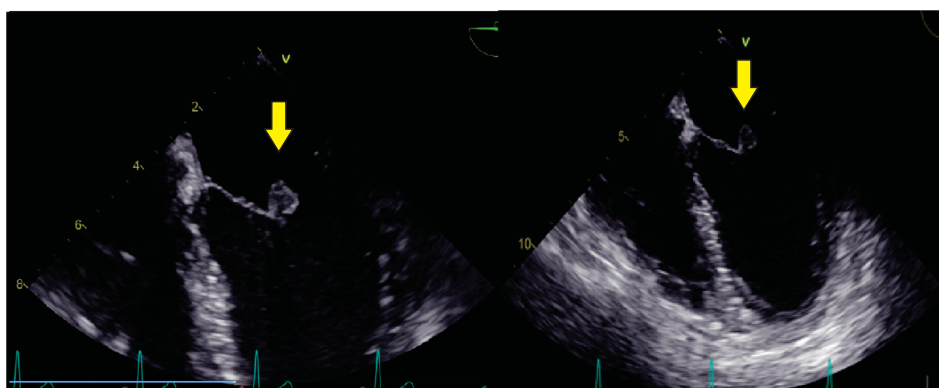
Ecocardiogramatransesofágicocom imagem em folheto anterior mitral medindo 0,9 x 0,9 mm (seta amarela) e imagem em folheto posterior da valva mitral medindo 0,2 x 0,1 mm, ambas sugestivas de vegetação.
